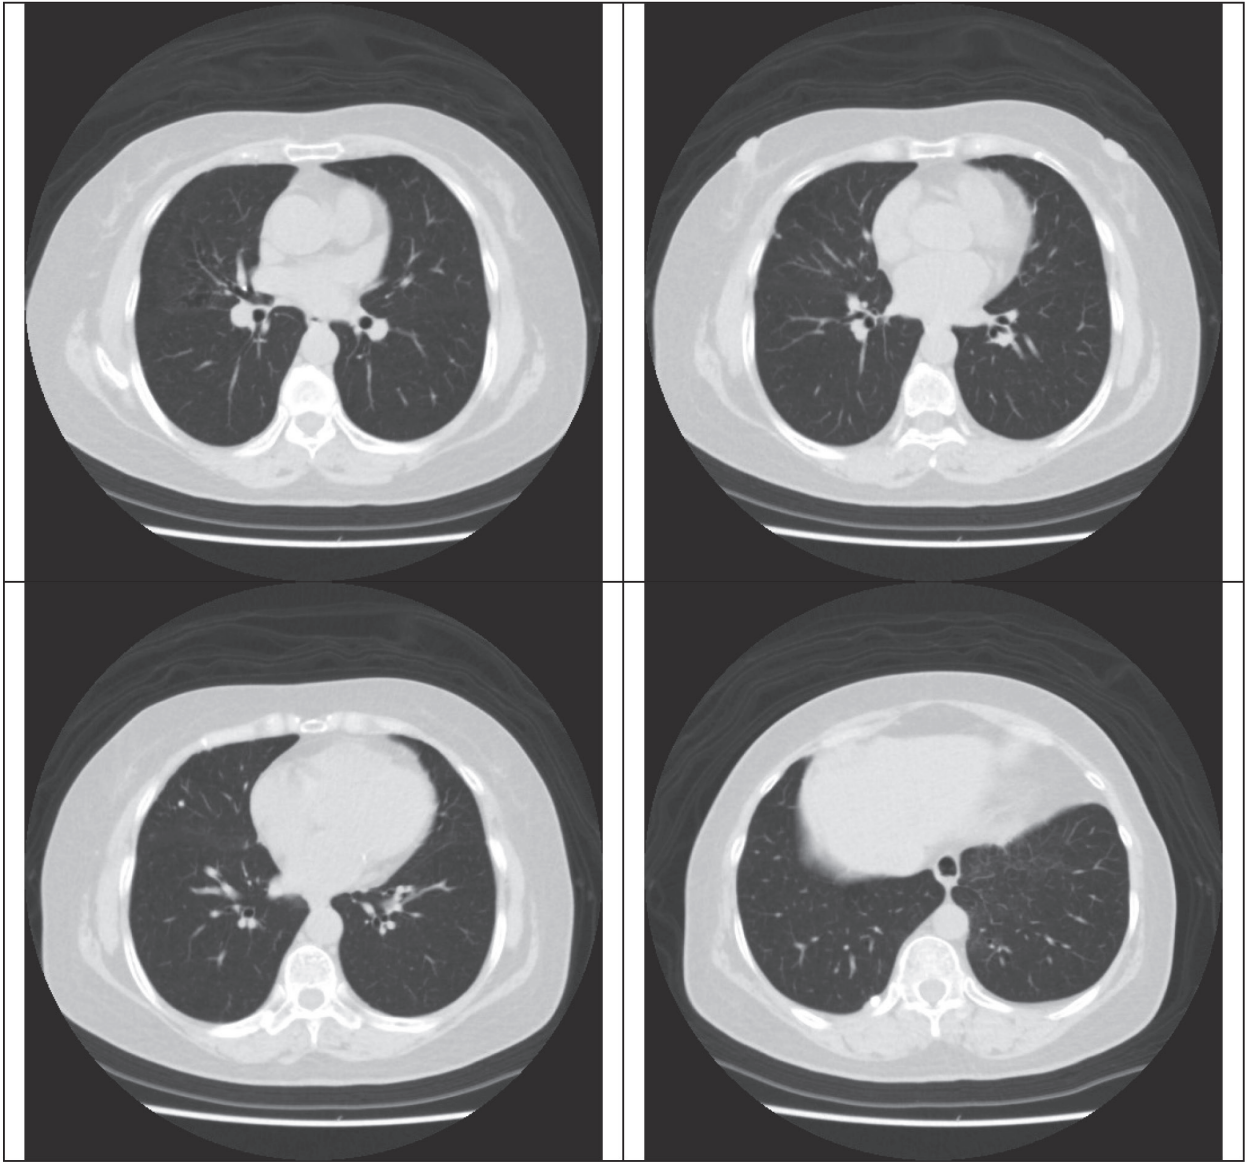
The low-dose computed tomography of chest performed 6 months prior to the presentation showed mild bronchiectasis over right middle lobe with some nodules up to 3mm in size, and a subpleural nodule at paraspinal area in the right lower lobe.
